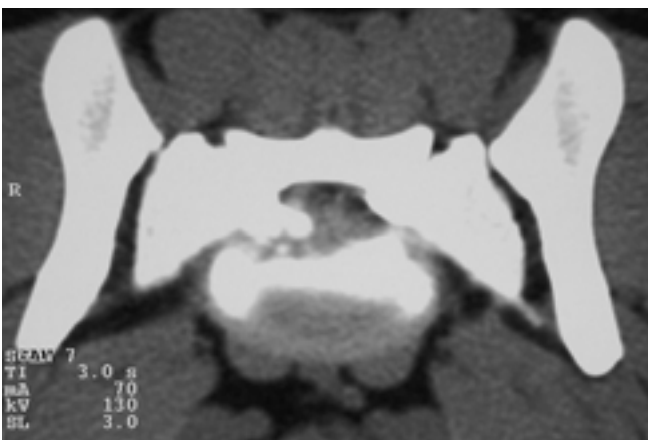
Axiale CT-Rekonstruktion auf Höhe S1: Mehrere unterschiedlich grosse mineraldichte Fragmente sind auf Höhe S1 im Spinalkanal sichtbar.
